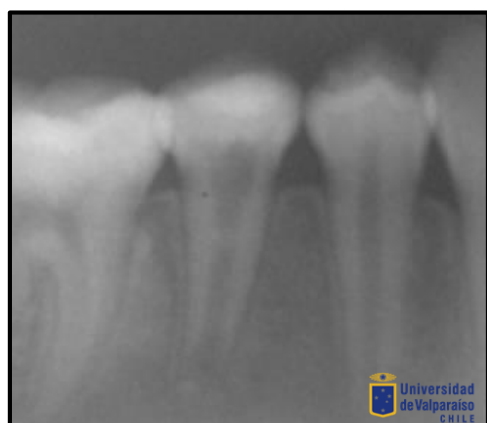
Radiografía control 6 meses (08/07/16) se aprecia aparente resolución de lesión periapical con un engrosamiento de pared radicular mesial
